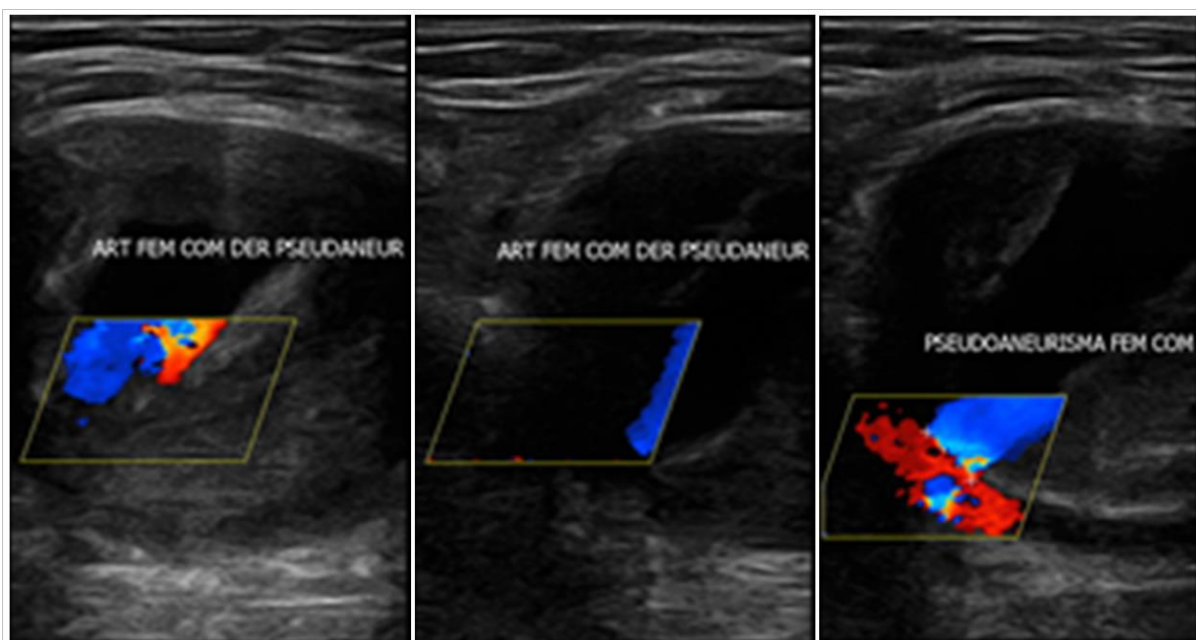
Imágenes de ecografía Doppler que muestran el pseudoaneurisma de la arteria femoral común derecha.
